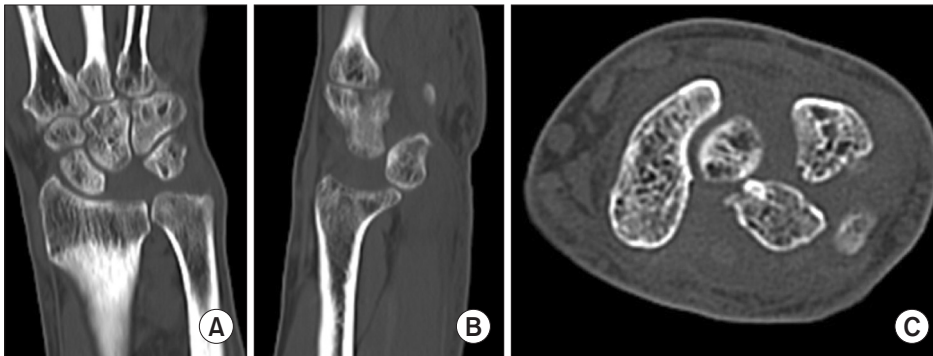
Computer tomography. (A) Lunate does not appear in coronal view. (B, C) Lunate is volar dislocation into the carpal tunnel in sagittal and axial view.
